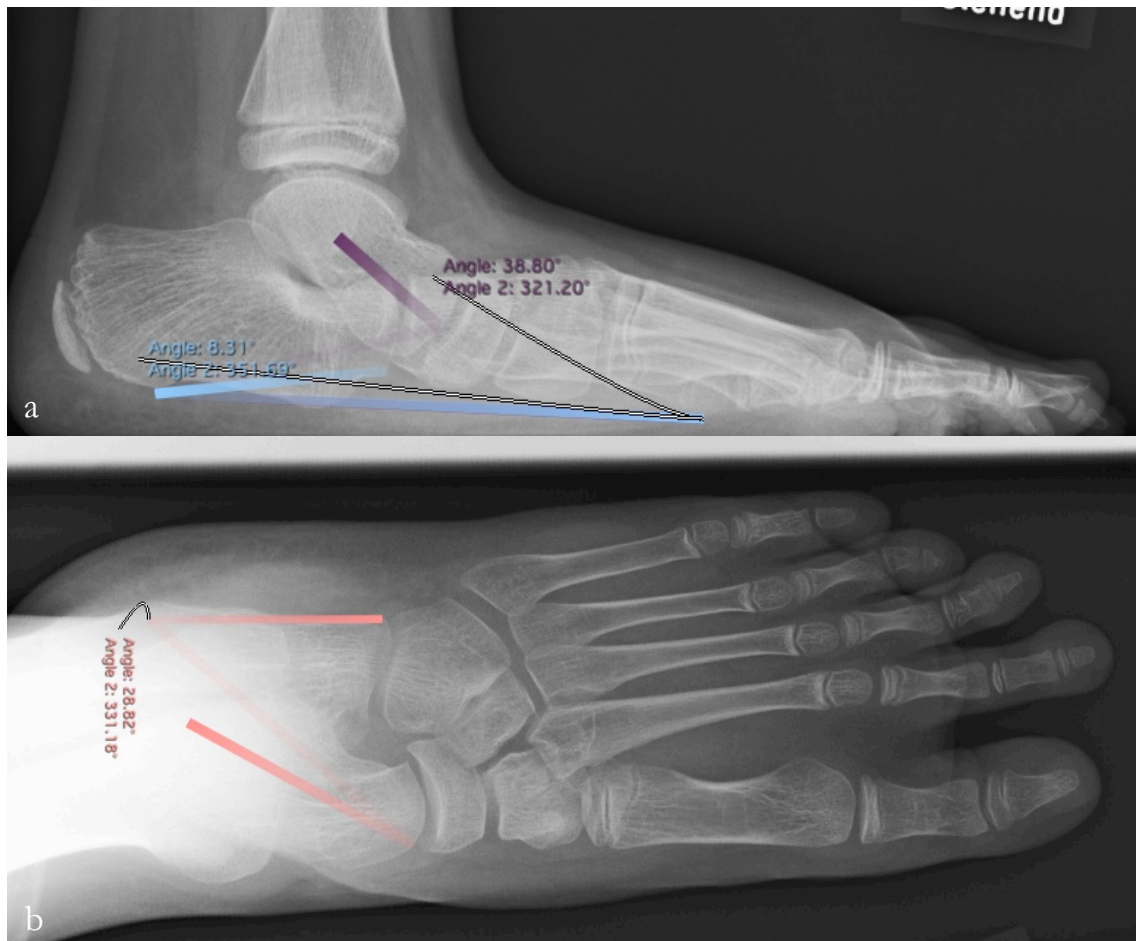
Röntgenbild in 2 Ebenen, präoperativer Befund: lateraler Strahlengang (a) mit Messwert präopCP von $8,3^\circ$ (präopCP $8,6^\circ$) und Messwert präopTD von $38,8^\circ$ (präopTD $37,6^\circ$) und dorsoplantarer Strahlengang (b) mit Messwert präopTC von $28,8^\circ$ (präopTC $30,8^\circ$). Die Angaben in Klammern nach den Messwerten entsprechen den für diesen Patienten errechneten Mittelwerten aus den redundanten Messdurchgängen beider Untersucher.
